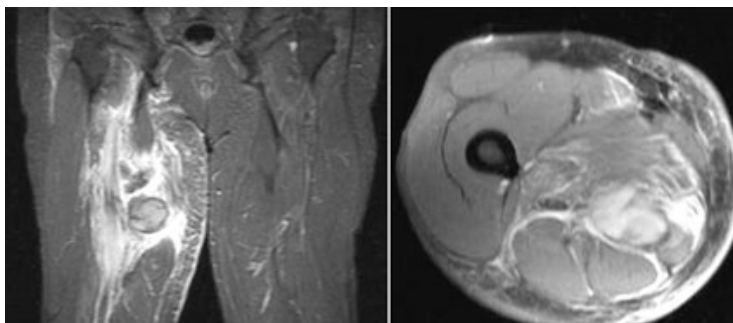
RM: Secuencia STIR. Desgarro completo del aductor mayor. Corte coronal. f. RM: Corte transversal.
